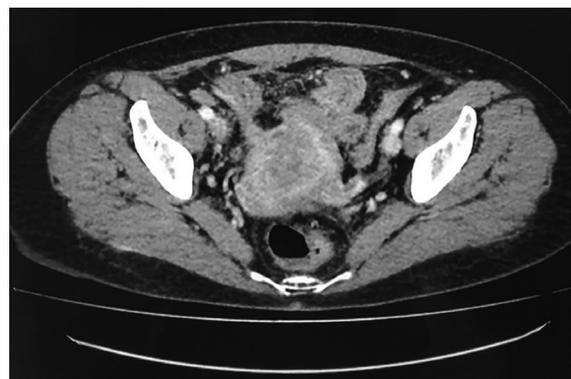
Данные МСКТ органов малого таза до лечения
